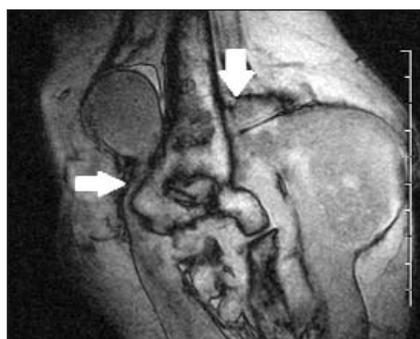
МРТ левого локтевого сустава. Определяются две многокамерные кисты с неоднородным жидким содержимым, связанные с локтевым суставом (стрелки)
